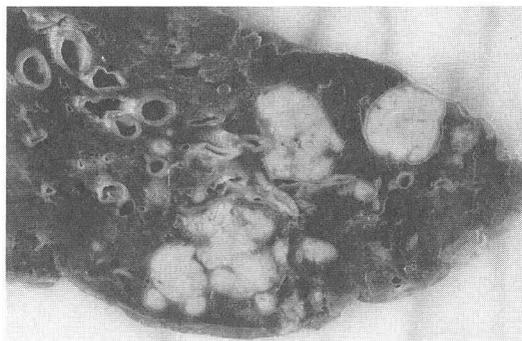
結核腫(多発)の切除例。複数の結節が接合、融合している。X線的にノッチを呈しうることが理解される。
